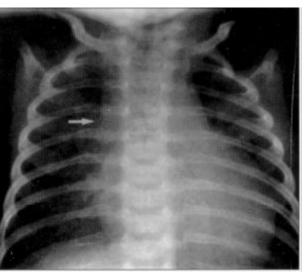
Radiografia de tórax apresentando aumento discreto do ventrículo direito e congestão pulmonar. A seta mostra alargamento da veia cava superior direita.
